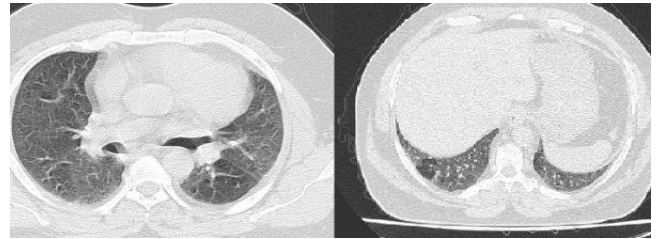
Toraks bilgisayarlı tomografide, her iki akciğer üst orta ve alt zonlarda yaygın içinde hava bronkogramları izlenen pnömonik konsolidasyon, buzlu cam görünümü (Olgu 3).
